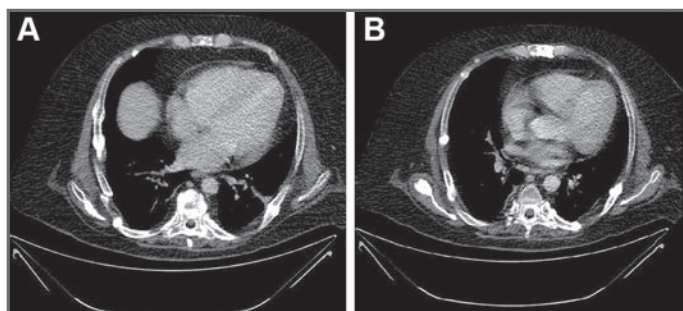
TC tóraco-abdomino-pélvicas que muestran las fracturas de los arcos costales y del esternón (A), y la fractura de la escápula derecha (B).
